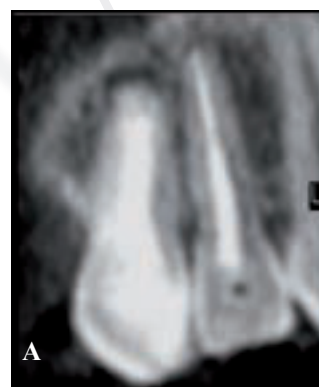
Examen radiographique au Cone Beam CT réalisé après 5 ans et 9 mois de suivi confirmant la néoformation de la barrière étanche en regard de la dent concernée [26].
